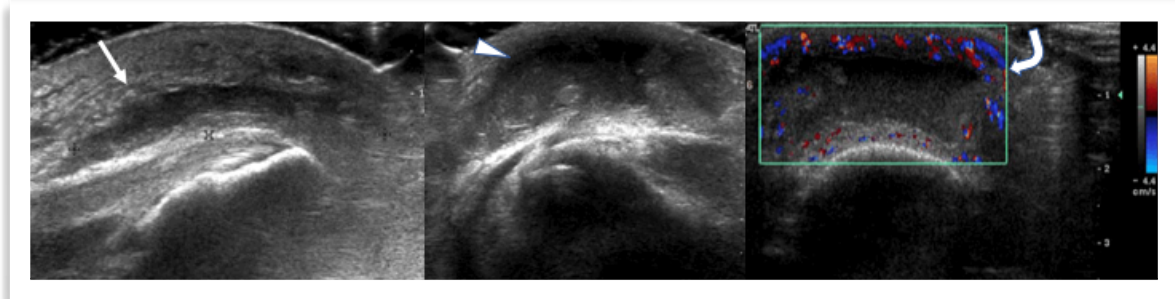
Ultrasonido muestra aumento de volumen y distensión líquida de bursa prepatelar. Corte sagital (flecha recta). Corte axial (cabeza de flecha). Doppler color (flecha curva).
